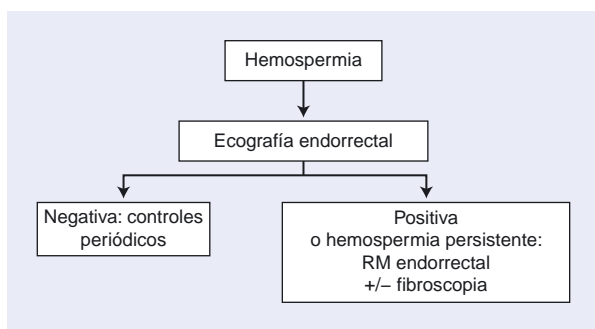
Árbol de decisiones. Pruebas de imagen para el diagnóstico de la hemospermia. RM: resonancia magnética.
